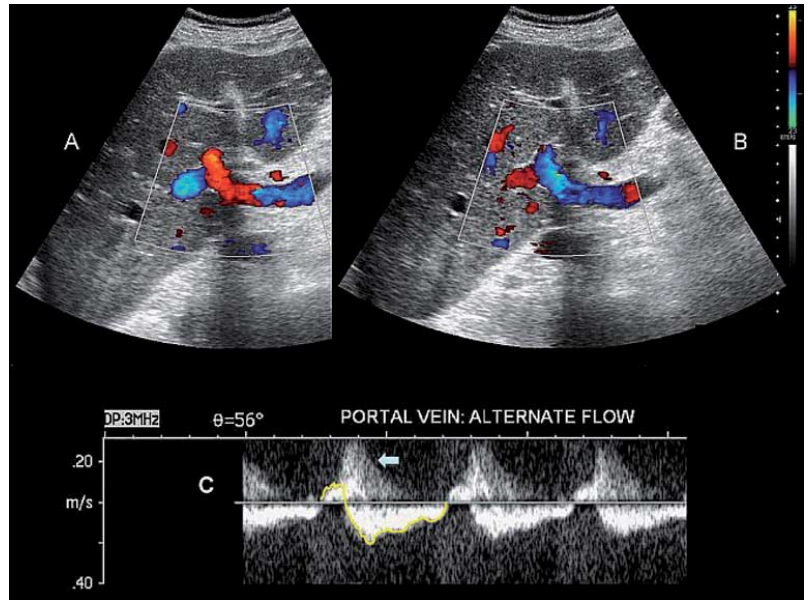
Diese Farbdoppler-Untersuchung (subkostaler Schrägschnitt) eines Patienten mit ausgeprägtem Pfortaderhochdruck und Herzinsuffizienz zeigt einen pulssynchronen Pendelfluss in der Pfortader: hepatopetal (A) und hepatofugal (B). Dieser Befund wird durch die PW Doppler-Spektralanzeige (C) bestätigt. In C ist der portale Blutfluss (gelbe Linie über einen Herzzyklus) bei jedem Herzzyklus während der späten diastolischen und frühen systolischen Phase (während der Ventrikelkontraktion) ausschließlich über der Nulllinie (hepatopetaler Fluss) und anschließend in der restlichen systolischen Phase unterhalb der Nulllinie (hepatofugaler Blutfluss) zu registrieren. Der Pfeil zeigt das Doppler-Spektrum der Leberarterie, die bei großem Doppler-Gate zusammen mit der portalen Strömung erfasst wurde.
